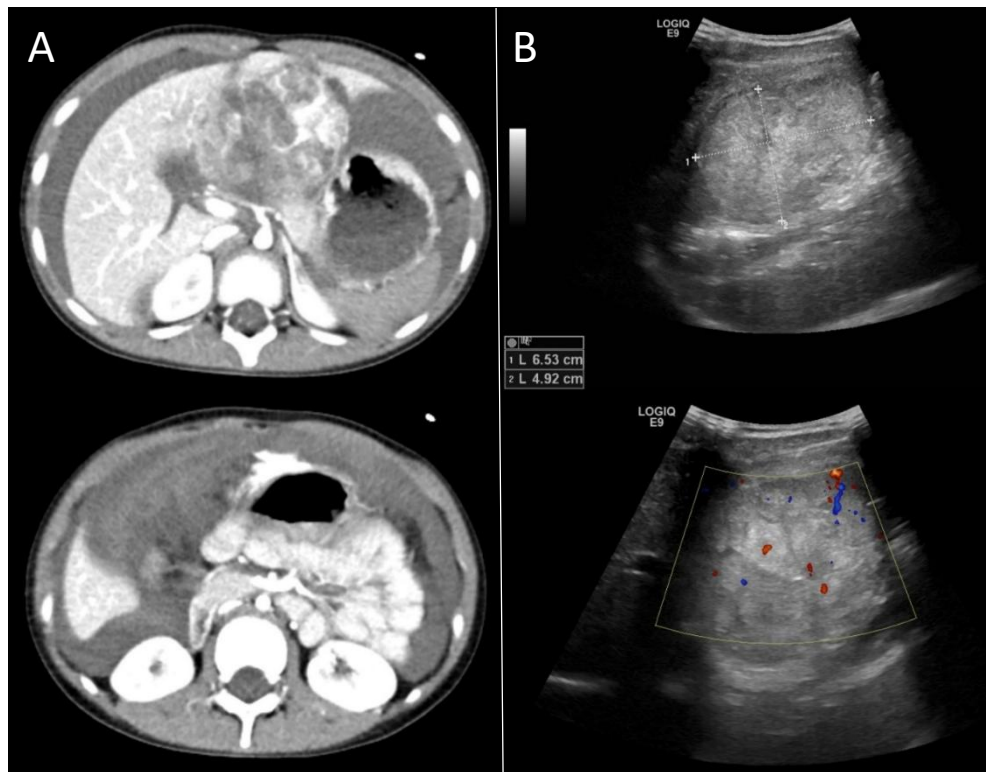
TC de abdomen con contraste (13A) urgente con tumoración en los segmentos hepáticos II/III. Es redondeada, heterogénea, muy vascularizada y aparentemente encapsulada. Además, extenso hemoperitoneo con origen en ramas colaterales caudales a la tumoración. Ecografía (13B) de la misma paciente que muestra la tumoración hepática, redondeada y bien definida, heterogénea y con vascularización interna
